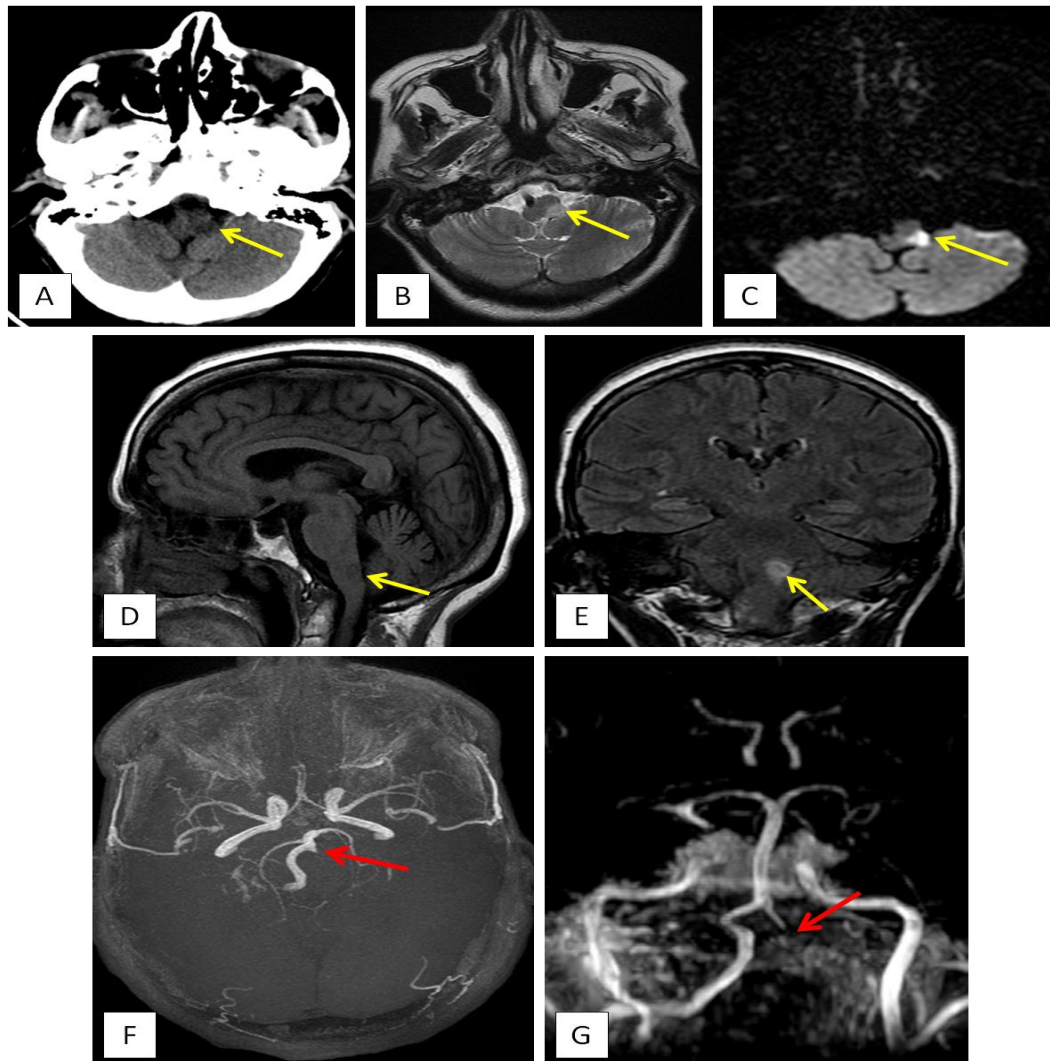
Un scanner cérébral sans injection montre une hypodensité latérobulbaire gauche (flèche jaune : coupe axiale : A). L'IRM cérébrale objective la présence d'une plage ischémique aigue latérobulbaire gauche (flèches jaunes), décrite en hyposignal T1 (coupe sagittale : D), hypersignal T2 (coupe axiale : B) et FLAIR (coupe coronale : E), restrictive en diffusion (coupe axiale : C) répondant au territoire de la PICA (artère cérébelleuse inféro-postérieure) gauche. Les séquences angiographiques après un 3DTOF (F) et ARM artériel avec reconstruction MIP (G) ont démontré une occlusion totale de l'artère vertébrale gauche (flèches rouges).
